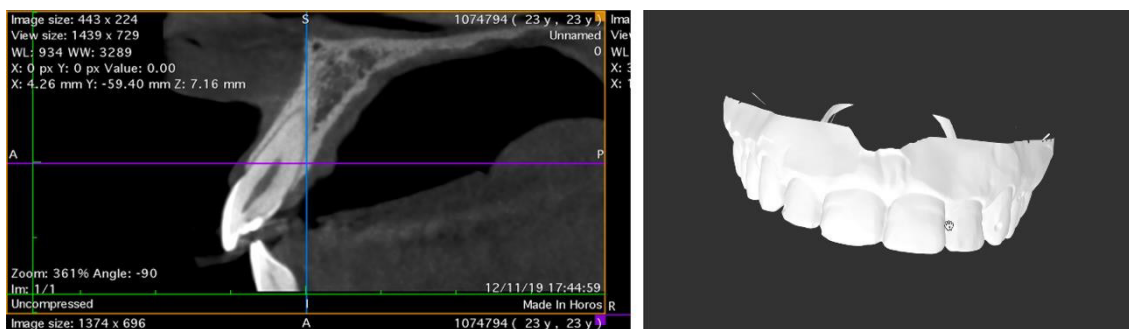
Análisis de la tomografía computarizada para determinar las distancias entre margen gingival, límite amelocementario y cresta alveolar, análisis del modelo digital obtenido por el escaneamiento intraoral
